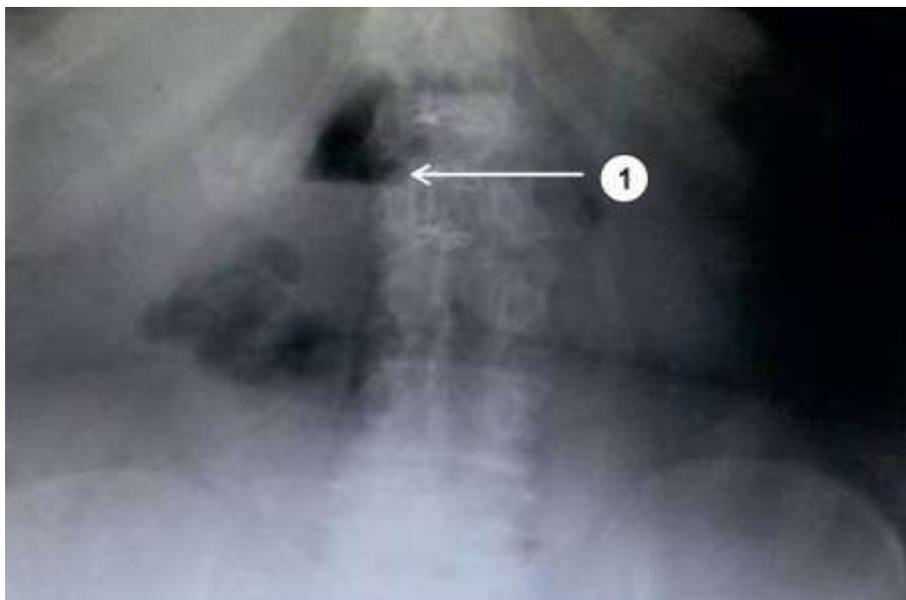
Оглядова рентгенорама органів черевної порожнини хворої С. (фото): 1 – рівень рідини в проекції грижі. Збільшення в 0,37 рази.
